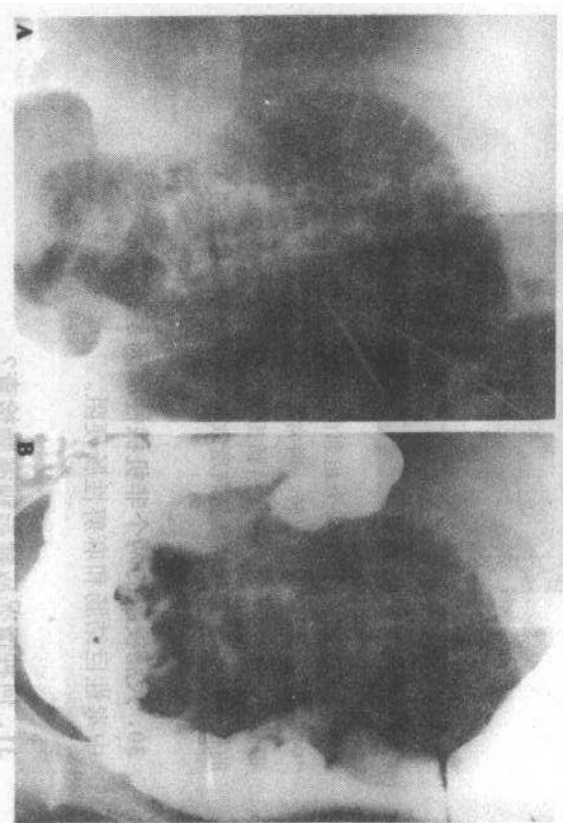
A 钡灌肠前的一张卧位腹部平片可见右上腹扩张的大肠肠襻,怀疑为盲肠扭转。B 钡灌肠显示“鸟嘴症”朝向充满气体的盲肠,诊断盲肠扭转。扩张的盲肠移向左上腹,是本病常见的表现
